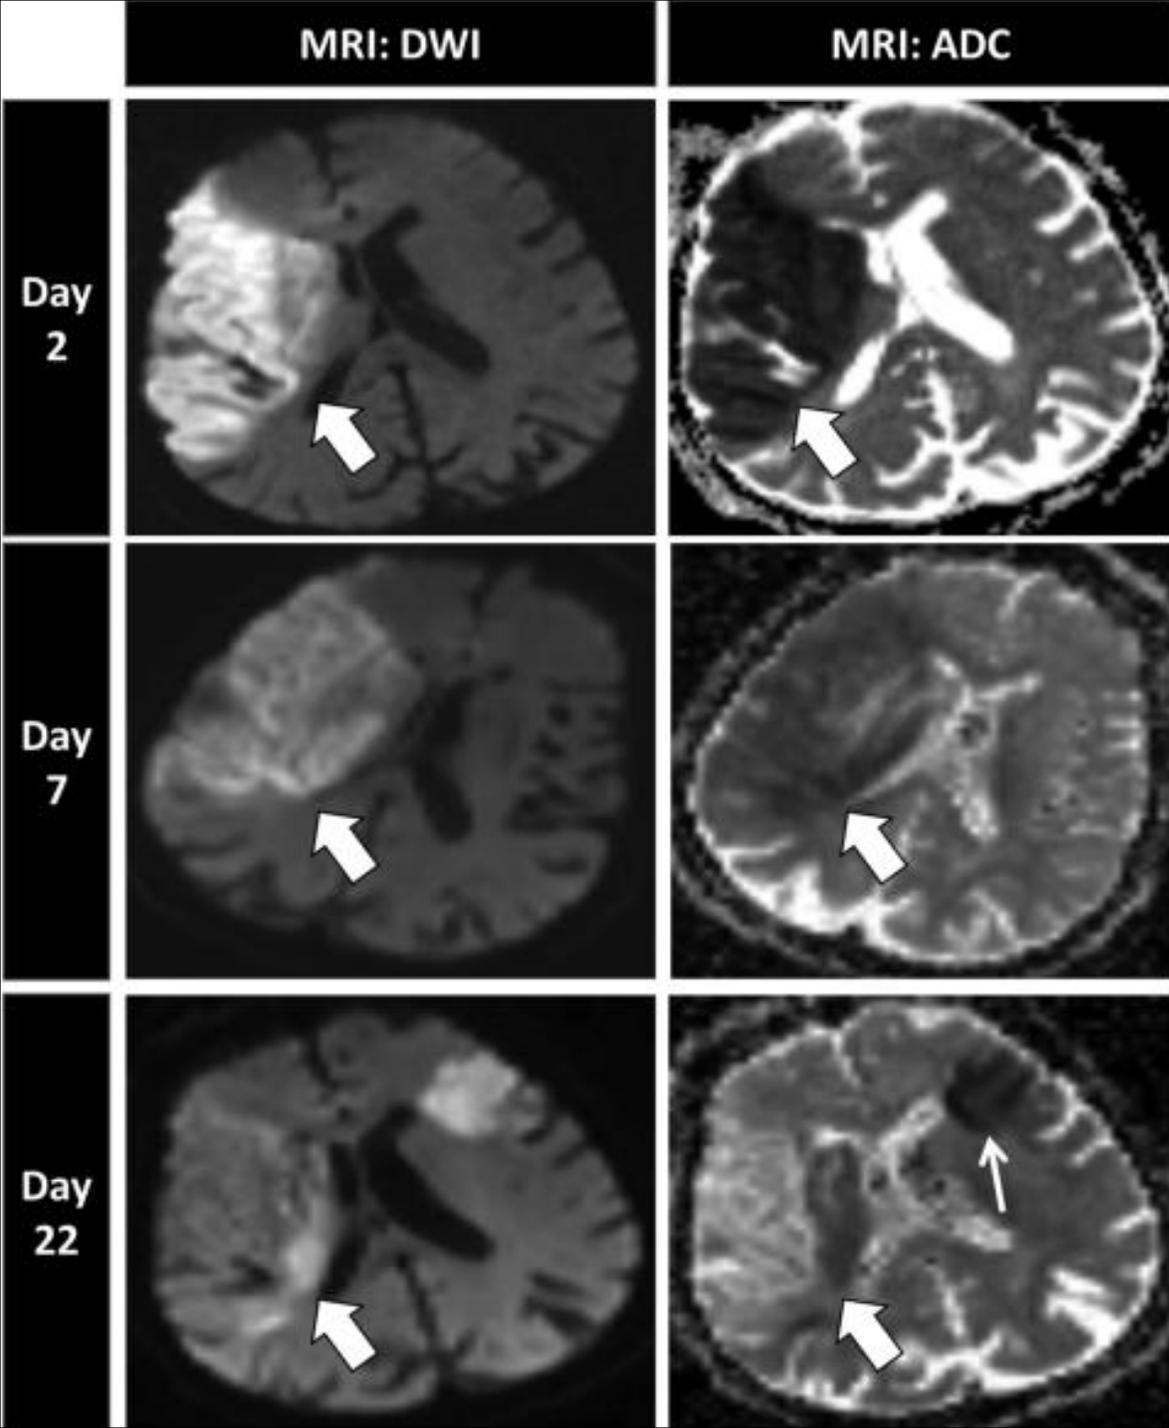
Brain MRI of embolic stroke. Brain MRI of a patient with atrial fibrillation demonstrates strokes in different territories occurring at different times, typical of an embolic etiology. The patient first had an embolic stroke to the right middle cerebral artery territory (thick arrows). Three weeks later, the patient had a new stroke in the territory of the left middle cerebral artery (thin arrow). ADC, apparent diffusion coefficient; DWI, Diffusion-weighted imaging.
